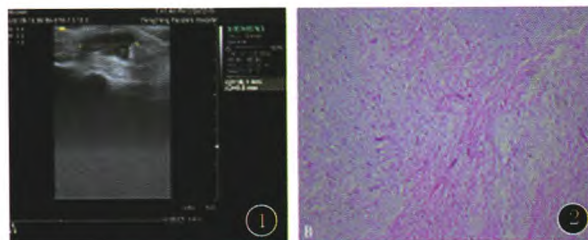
彩色超声示: 右手中指所指处皮下组织内扫查可见大小约 18 mm × 12 mm × 9 mm 低回声团, 边界清, 内透声欠佳, 后方回声增强
